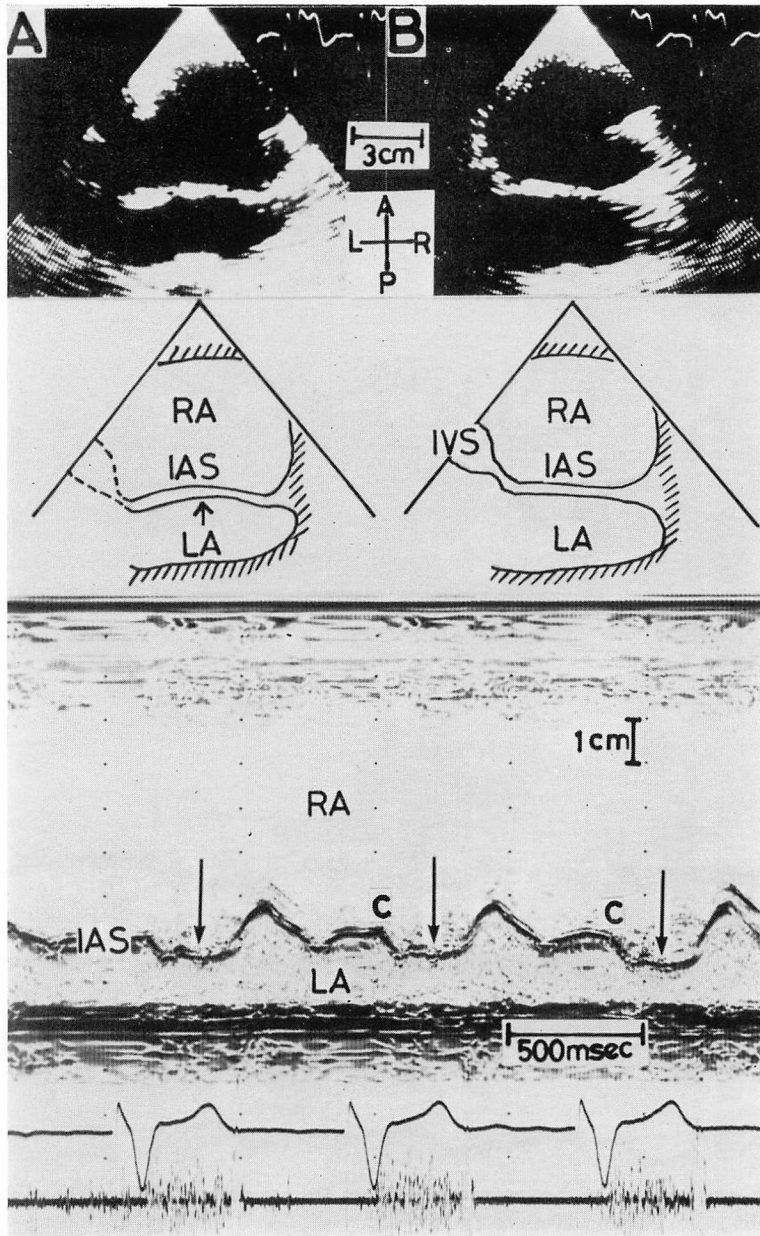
Echocardiograms of the interatrial septum from a patient with congestive cardiomyopathy complicated by tricuspid regurgitation who underwent an implantation of cardiac pacemaker because of bradycardia-tachycardia syndrome (Patient 6).
